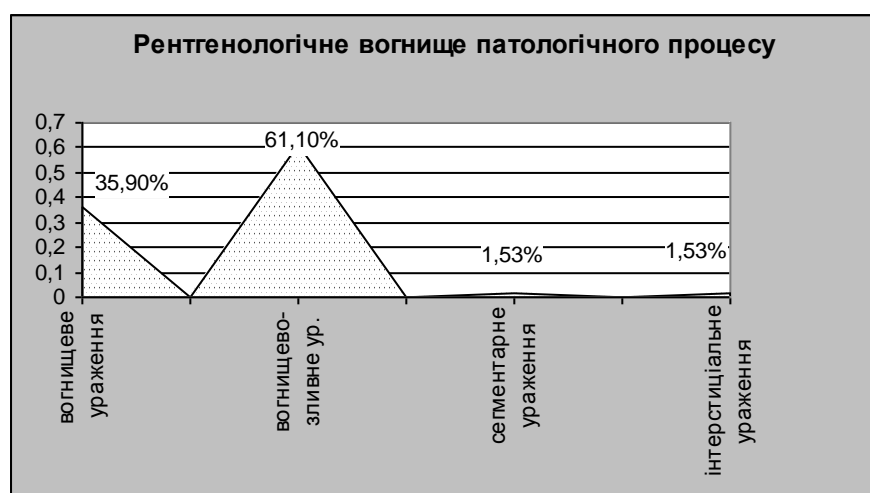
Характеристика рентгенологічного вогнища патологічного процесу
